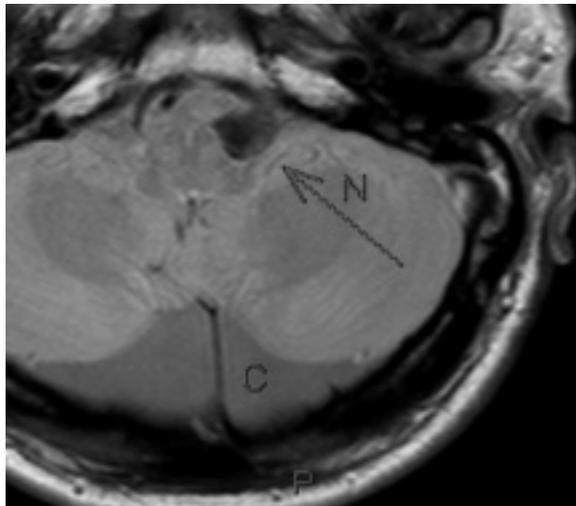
RMN (DUAL TSE): neurinoma pacchetto acustico-facciale sin (N) in paziente con ipoacusia improvvisa. Collateralmente si segnala megacisterna (C)
